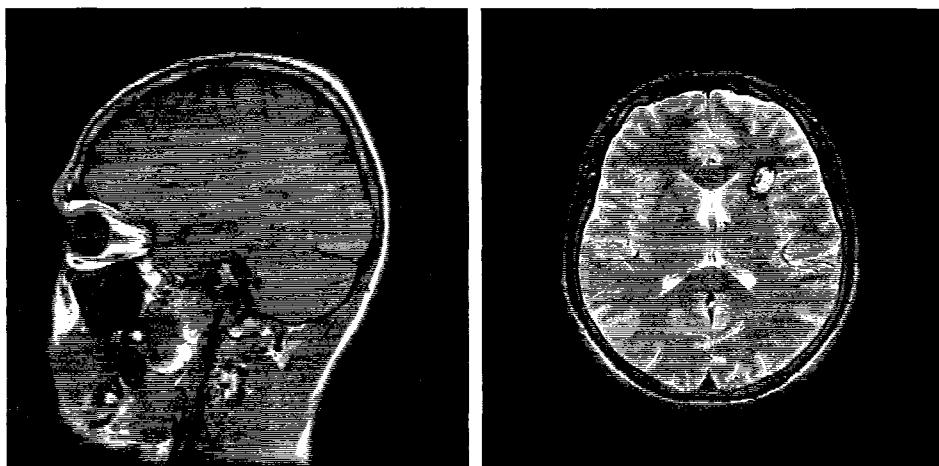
4. 5a, 3. 4. 5b. Aspect IRM de cavernom frontal stâng paraventricular.
